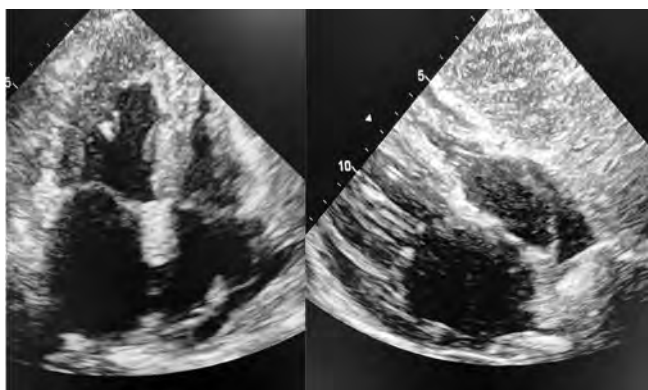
Эхокардиографическое исследование у пациентки К.
